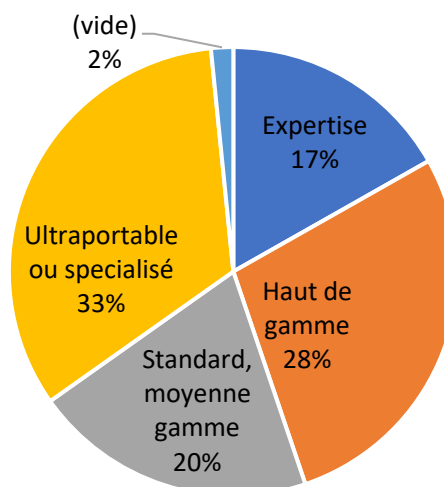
Répartition des gammes dans le parc d'échographes des HCL en 2022 (Source auteure à partir de la GMAO)
